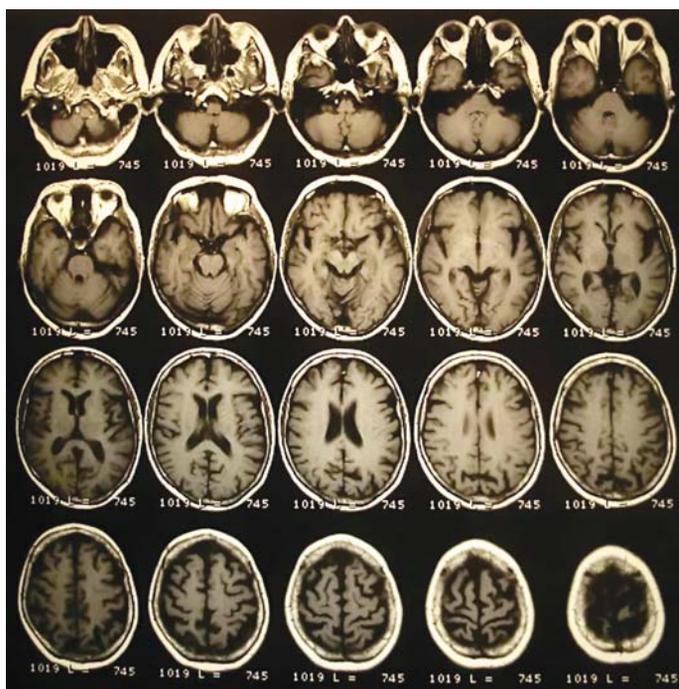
МРТ головного мозга пациентки Ч.
